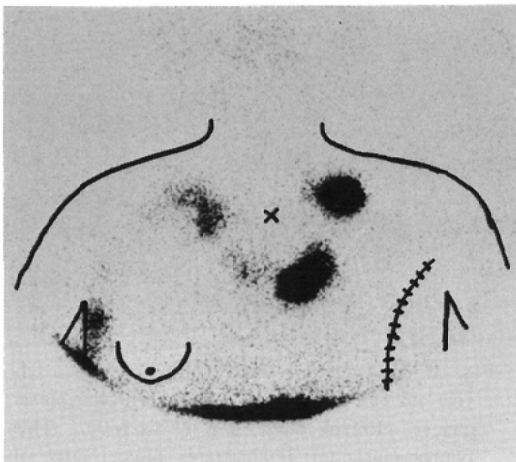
Parasternal lymphoscintigram from a 55-year-old post-mastectomy female with left breast cancer. The left parasternal lymph nodes are still visualized in spite of the surgical report that the dissection of the left parasternal lymph nodes was performed.
